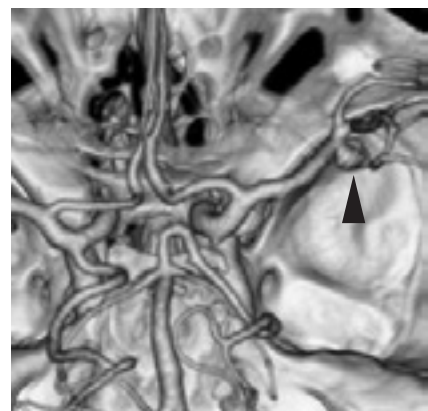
図4の症例の3D-CTA（▲右中大脳動脈に動脈瘤が見られる）
